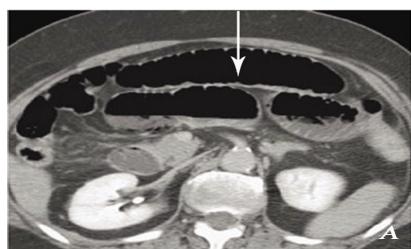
CT 平扫见小肠扩张,积气积液并可见气液平面(箭头)
